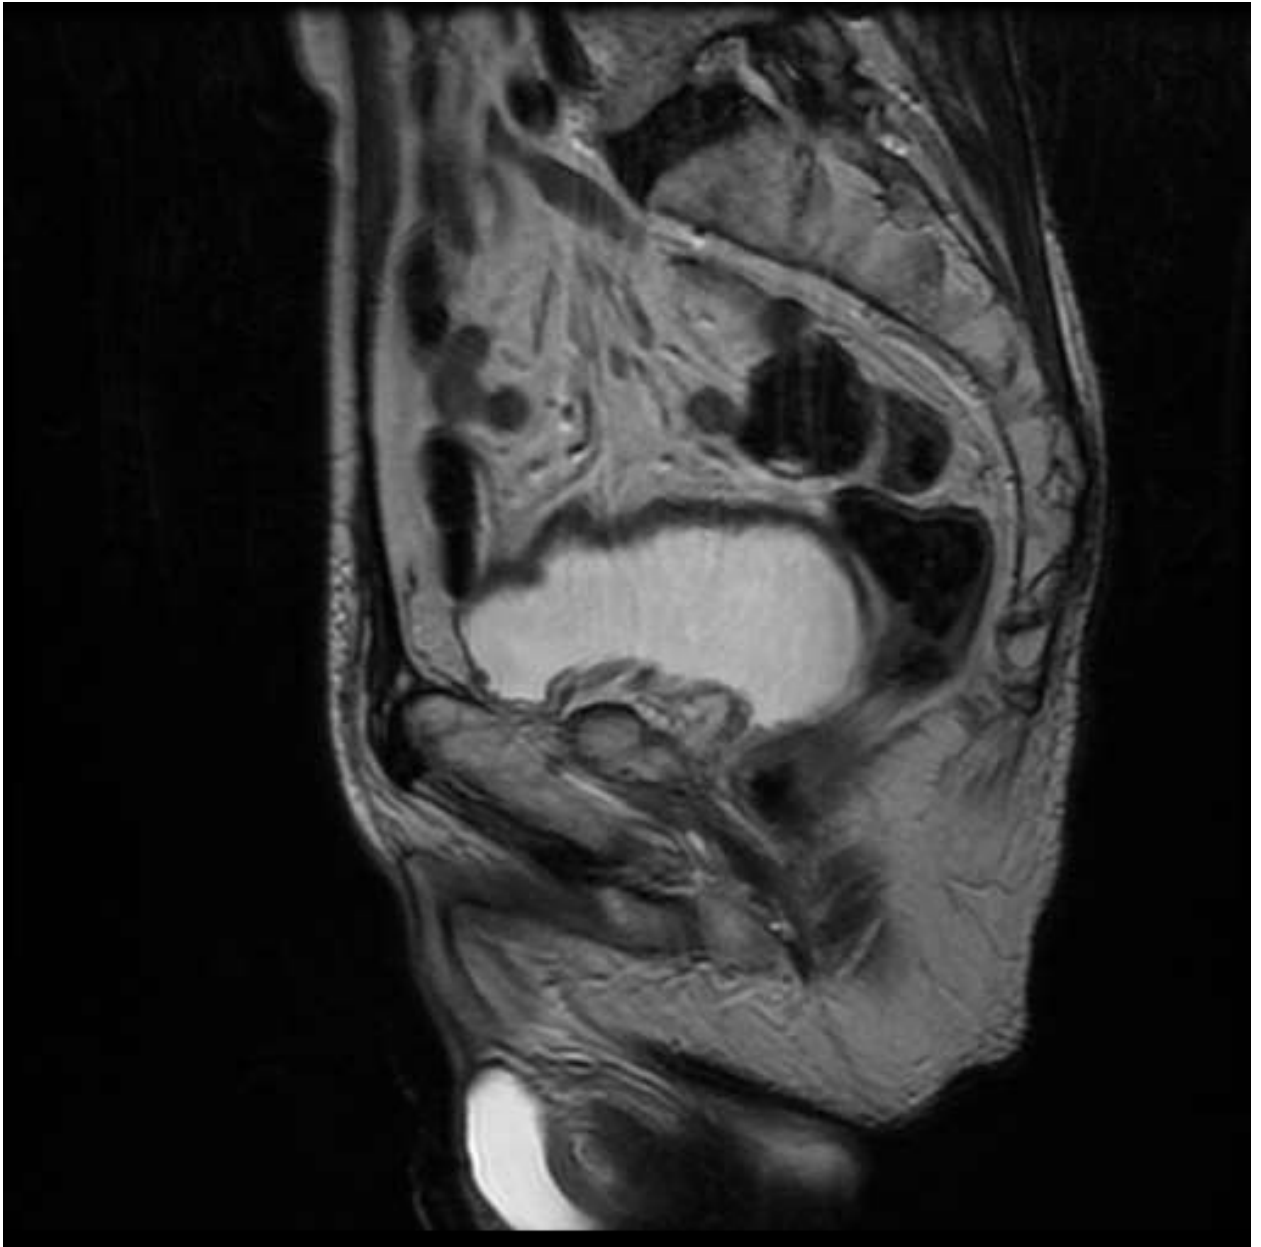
МРТ мочевого пузыря с мультифокальным инвазивным раком
